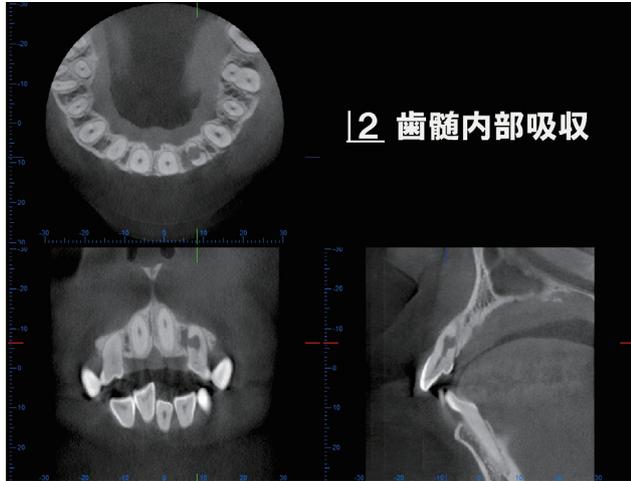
CBCT at initial visit
